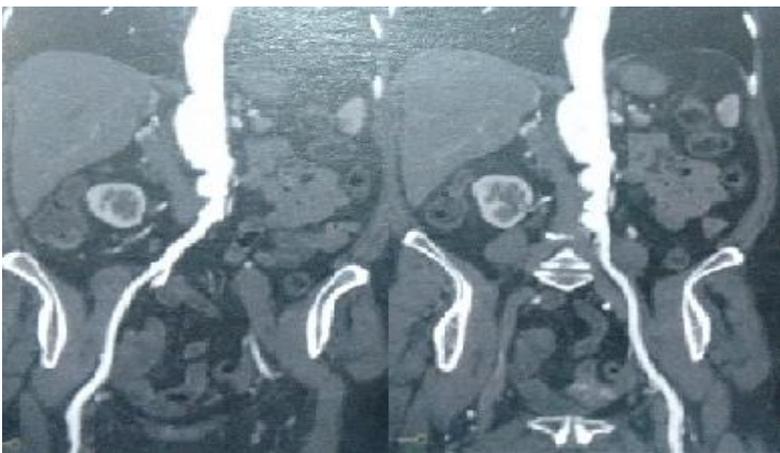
Angiotomografia de tórax, abdome e membros inferiores evidenciando Aneurisma toracoabdominal com estenose de segmento Inferior e aneurisma sacular de ilíaca comum esquerda.
